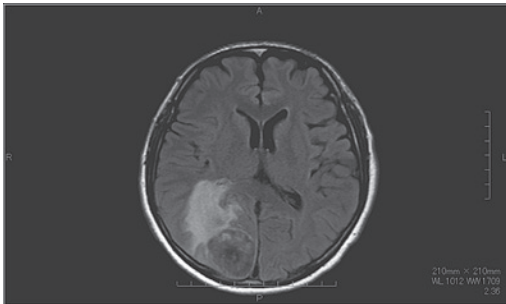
頭部MRI; 左皮質下に腫瘤像と浮腫を認める
